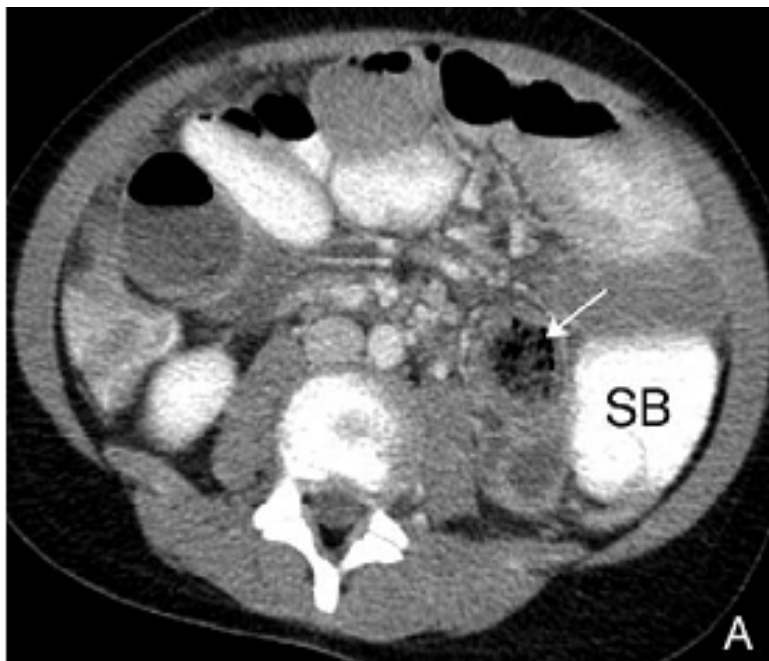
TDM: Obstruction intestinale par un TB intraluminal. (79)
